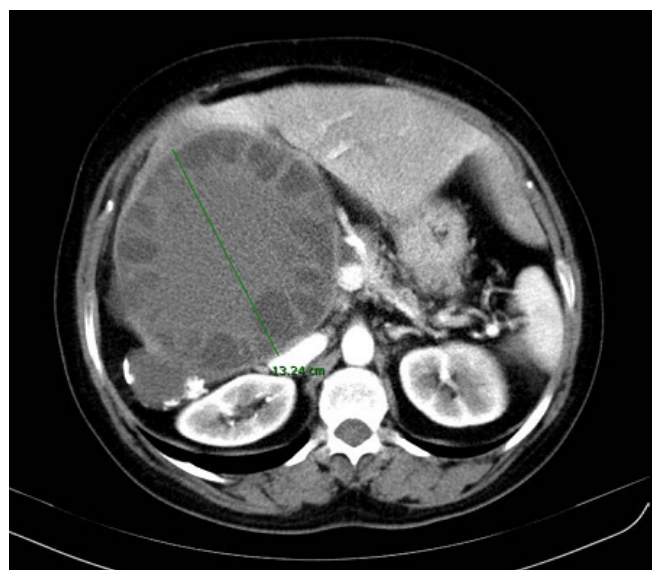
TAC abdominal: quiste hidatídico con compresión de vena cava inferior y vía biliar.
